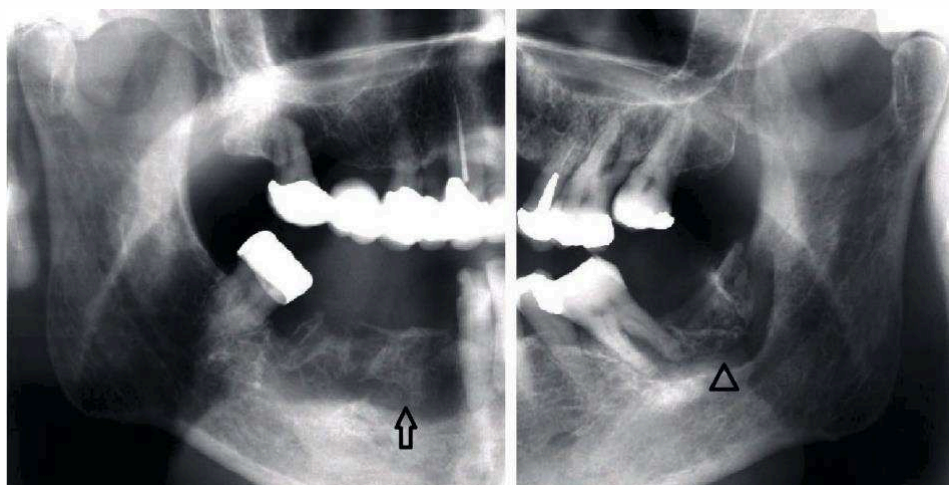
Ortopantomografias seccionais onde se reconhecem sequestros ósseos evidenciados por setas. (Badr et al., 2017)
